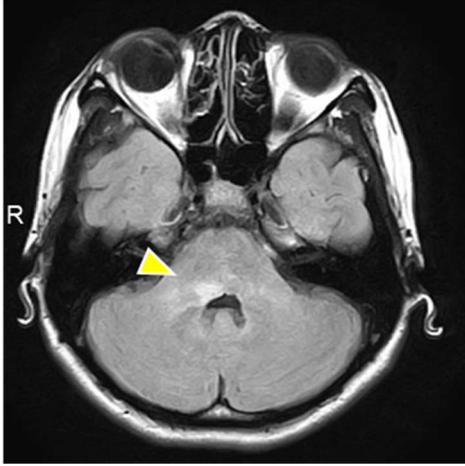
頭部 MRI における橋背側病変 (矢頭)
